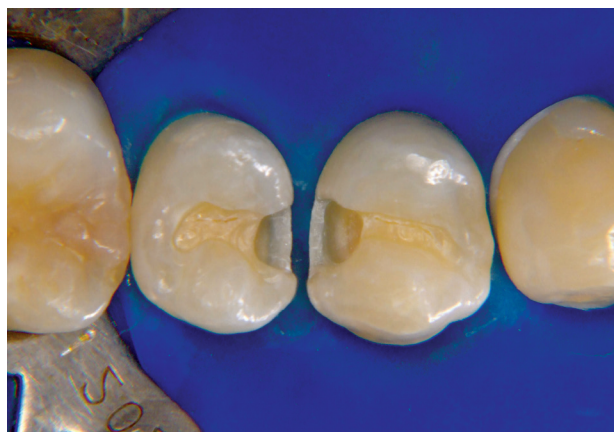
Clinicamente, a lesão envolveu uma extensão muito maior de dentina do que a área representada radiograficamente.
